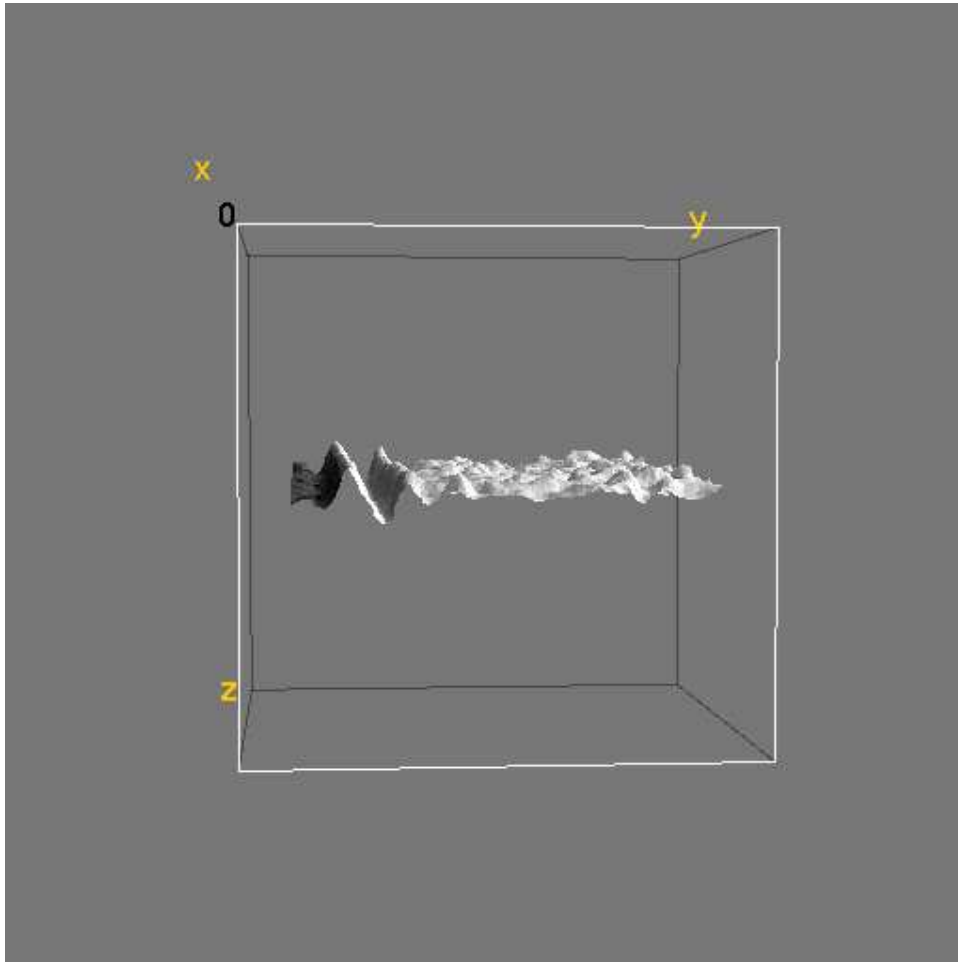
Fotomicrotomografia 3D após análise com luz síncrotron (grupo Pasta MI 8h).
